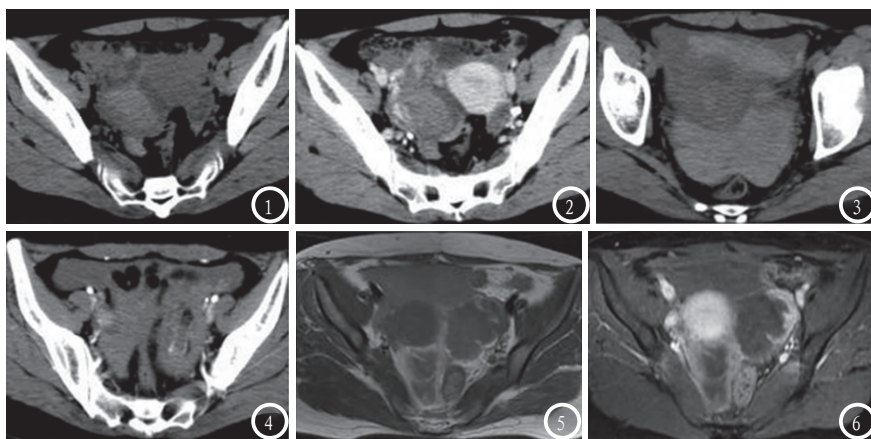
异位妊娠CT、MRI表现。图1-2 输卵管壶腹部妊娠, CT显示右侧附件区混杂密度肿块(图1), 增强扫描示轻度不均匀强化, 肿块周围有增多的血管影。图3-4 输卵管妊娠破裂, CT显示盆腔积液(图3), 增强扫描可见输卵管扩张, 强化壁不完整(图4)。图5-6 输卵管妊娠破裂, MRI示附件区T₁等信号肿块, 边缘环形短T₁信号, 伴盆腔积血(图5); 增强扫描边缘明显强化, 强化妊娠壁不完整(图6)。
